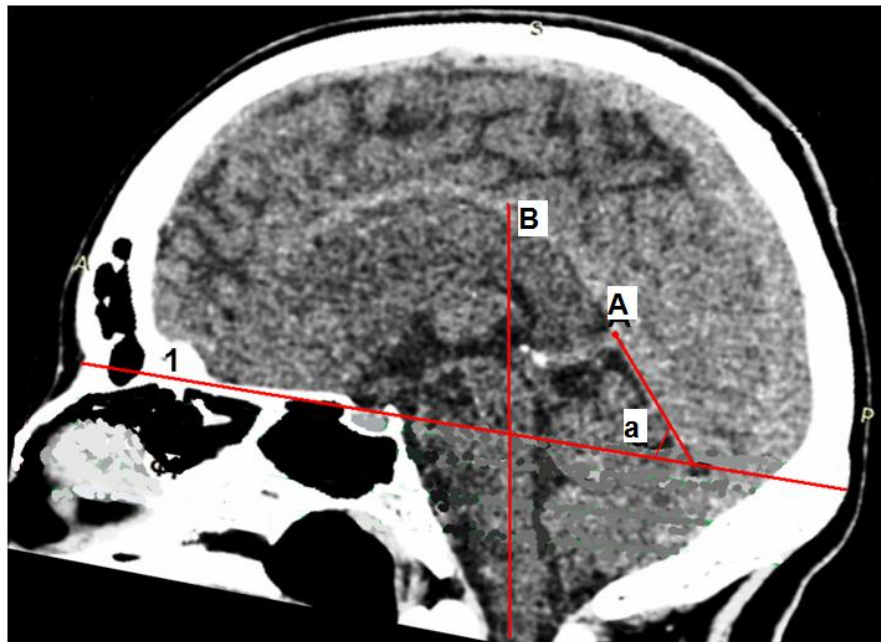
Место перехода прямого синуса в нижний сагиттальный (точка А) на КТ в сагиттальной проекции: 1 – горизонтальная плоскость «НАЗИОН»; В – вертикальная плоскость через наружный слуховой проход; а – угол между горизонталью 1 и осью Сатерлэнда
